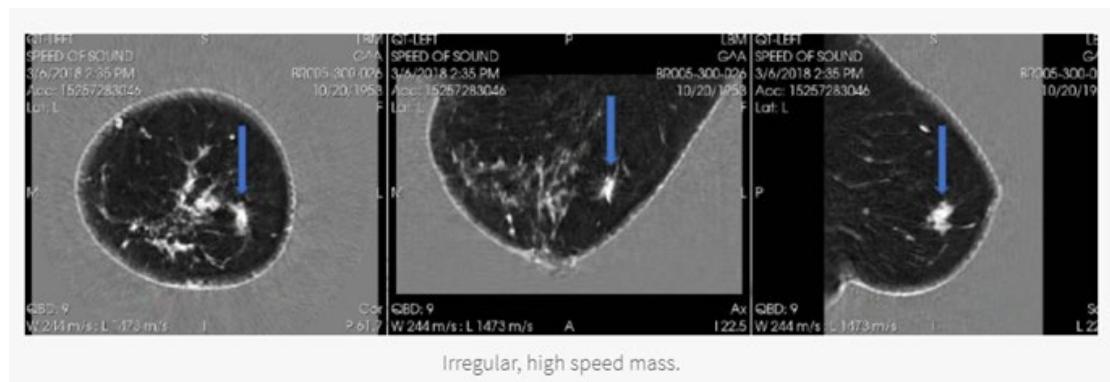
QT Ultraosund 社製の超音波 CT による診断画像
